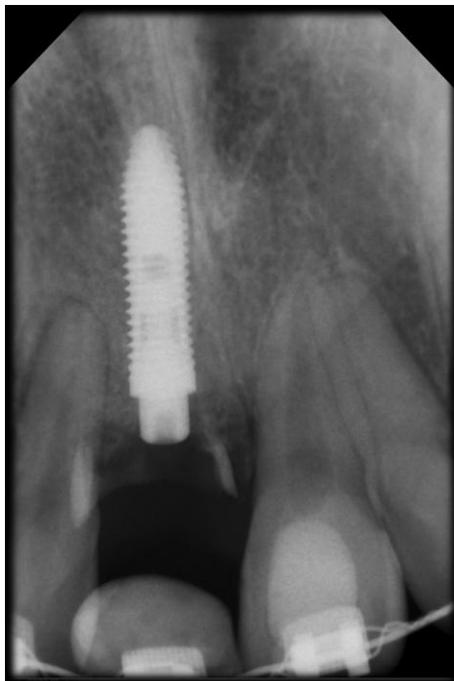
Radiografia periapical antes da cirurgia de reabertura.
